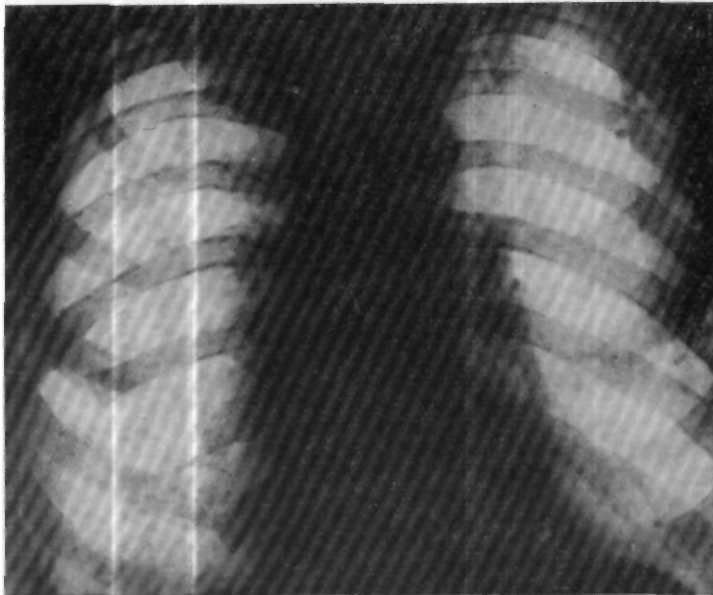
Рентгенограмма больного А-ва (после операции). Очаговых и инфильтративных изменений в правом легком не выявляется. Полости распада не видно.
